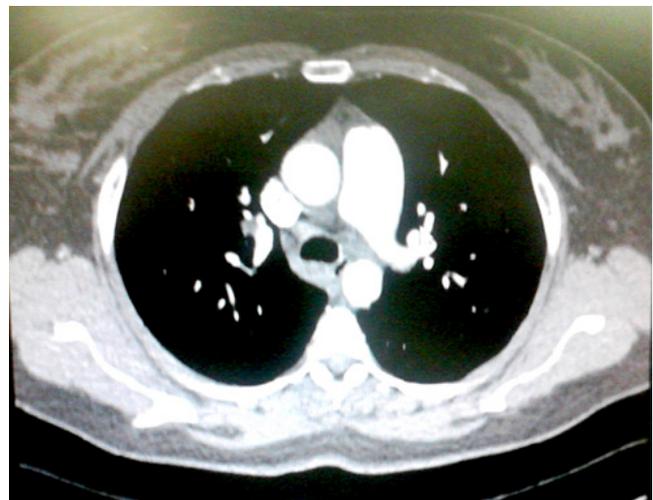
TAC de tórax ventana mediastino. Se observan aumento del diámetro de la arteria pulmonar.
